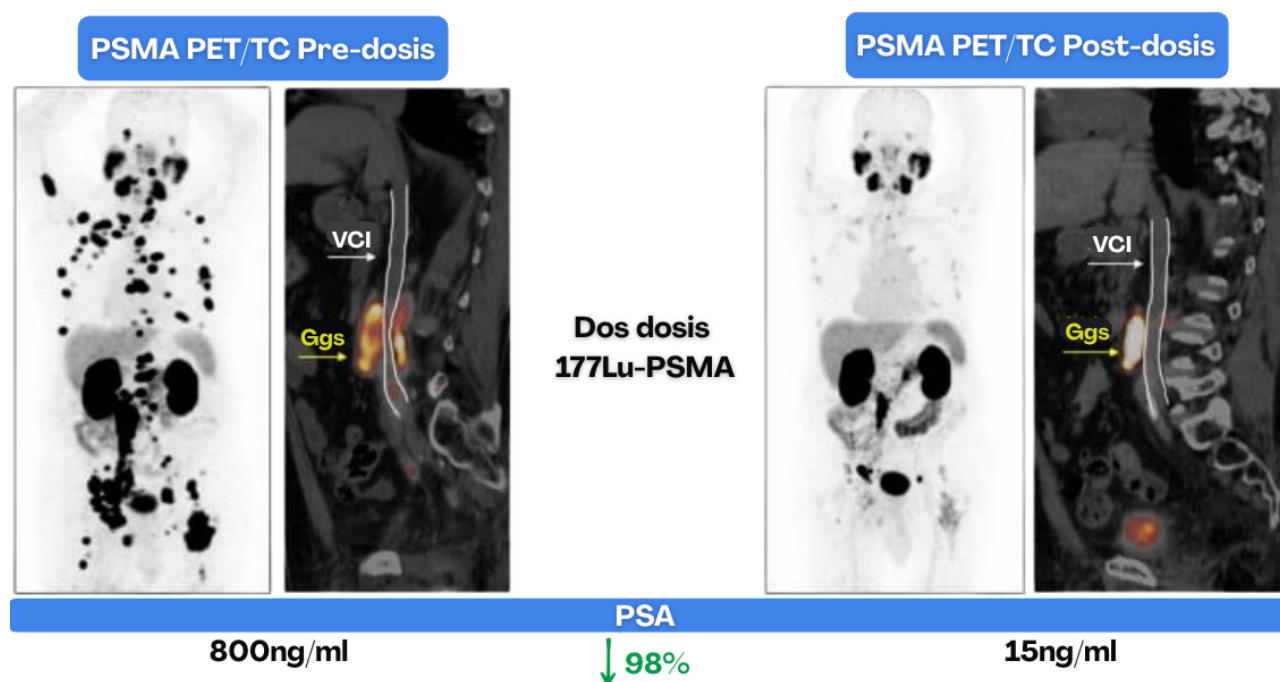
El paradigma de la Teranóstica ("ver lo que tratas, tratar lo que ves") en cáncer de próstata. Izquierda (Pre-dosis): PET-TC con PSMA que muestra enfermedad metastásica diseminada. Derecha (Post-dosis): Tras la terapia dirigida con ^{177}Lu -PSMA, se observa una respuesta radiológica casi completa, correlacionada con una drástica caída del PSA del 98%. Fuente: GammaScan (s.f.)
